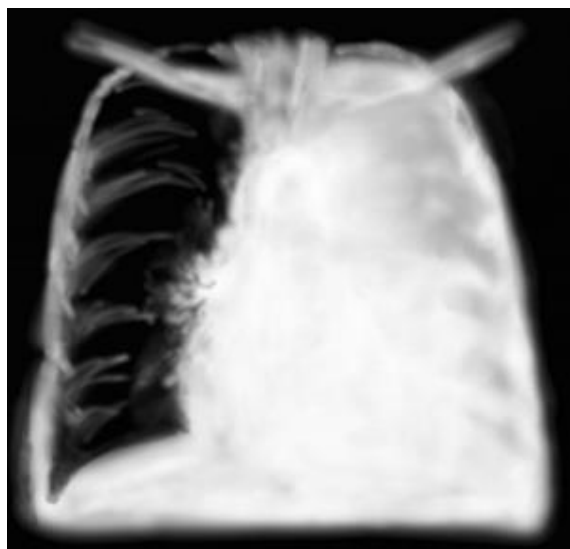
Radiographie d'un épanchement pleural massif. [d]
